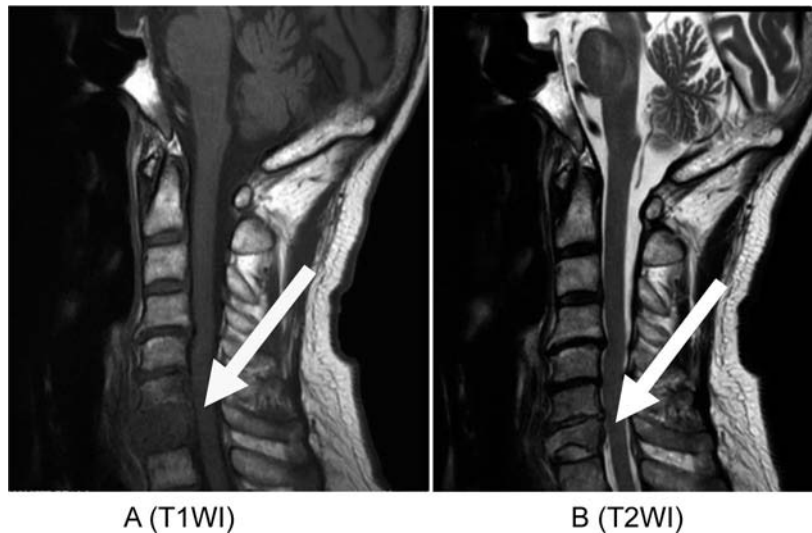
MRI showed a heterogenous hypointense lesion in the 7th cervical vertebra (A: T1-weighted imaging, B: T2-weighted imaging).
